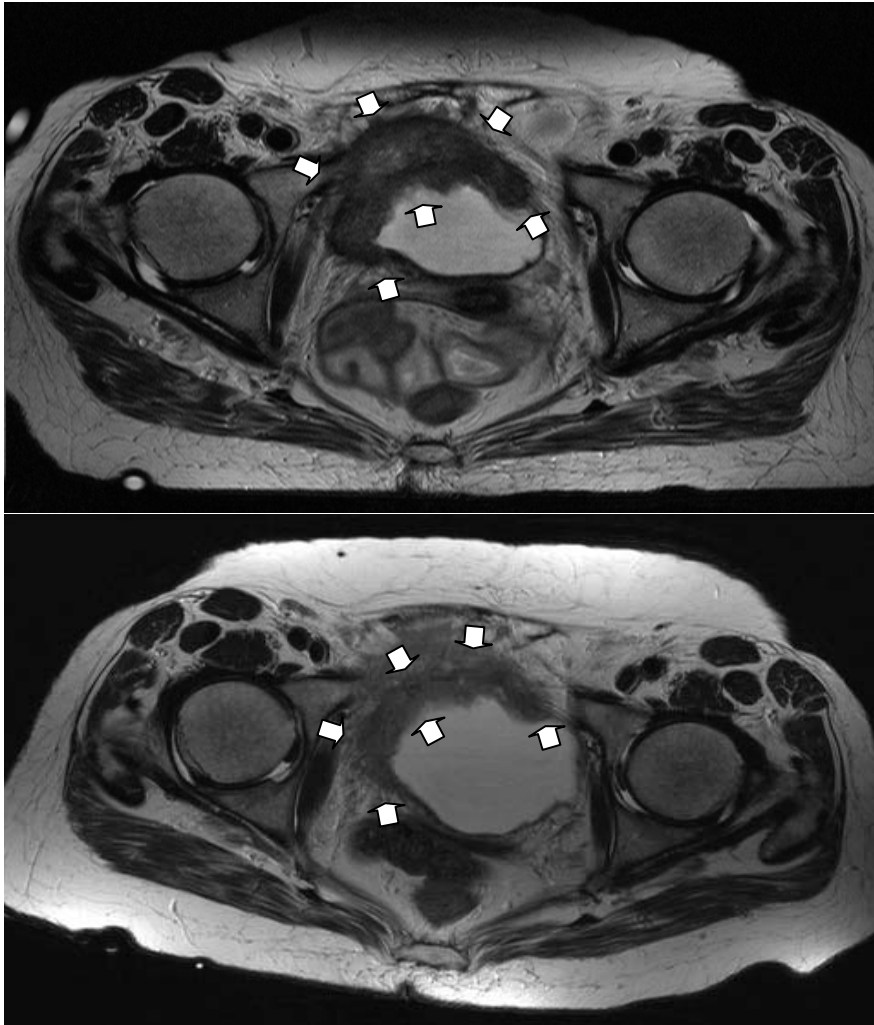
Patientin mit Blasenkarzinom vor (oben) und in der ersten MRT Kontrolle (unten) nach Radiatio mit Photofrin II
